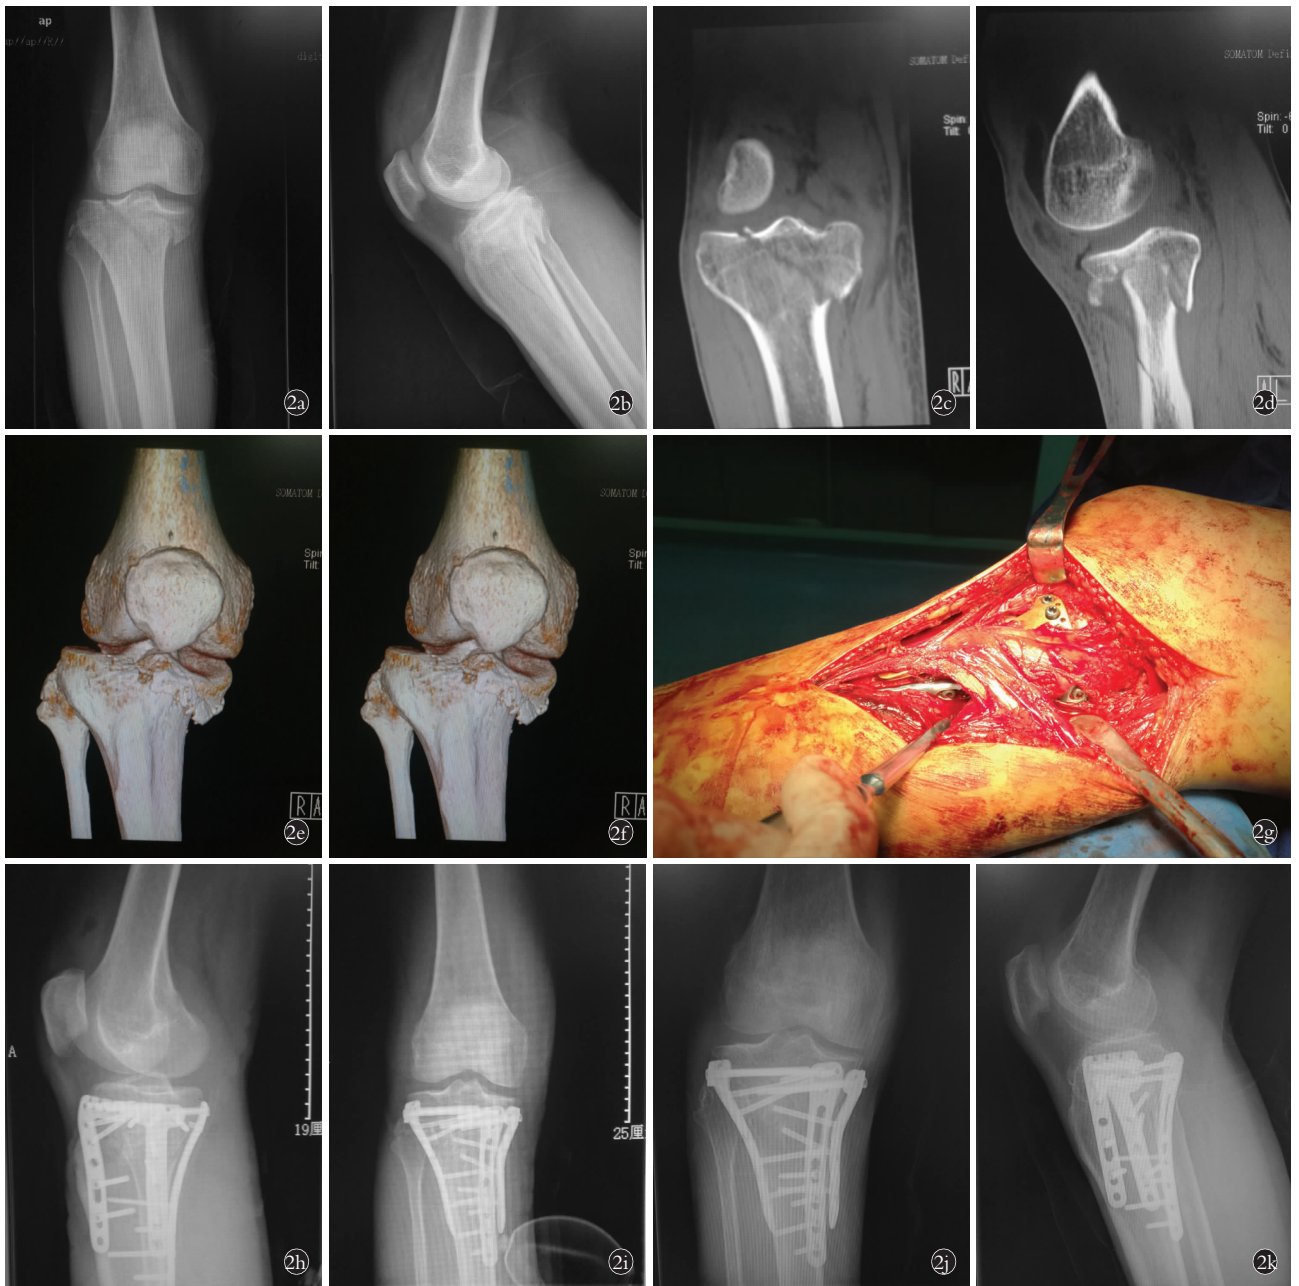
男, 56 岁, 车祸伤摔倒致胫骨平台粉碎性骨折 2a, 2b. 术前膝关节正侧位 X 线片示胫骨内侧平台大块劈裂骨折 2c, 2d, 2e, 2f. 术前 CT 和三维重建示以内侧平台骨折为主 (涉及外后侧平台骨块塌陷) 2g. 术中保护膝关节内侧结构 2h, 2i. 术后正侧位 X 线片示骨折复位良好, 关节面平整 2j, 2k. 术后 12 个月正侧位 X 线片示骨折已愈合, 未继发关节塌陷
